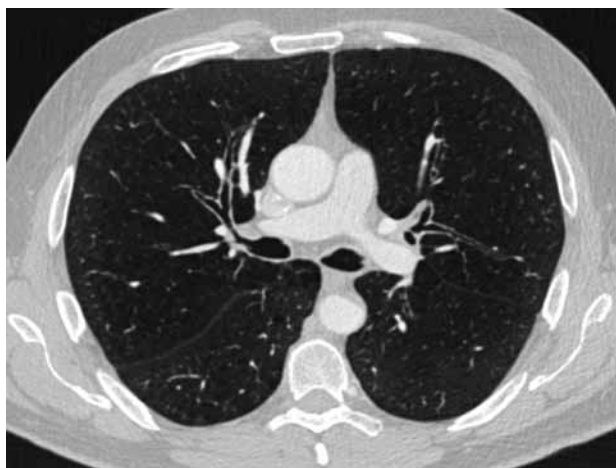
HRCT image of a 65 years-old COPD patient with emphysema and bronchiectasis.
